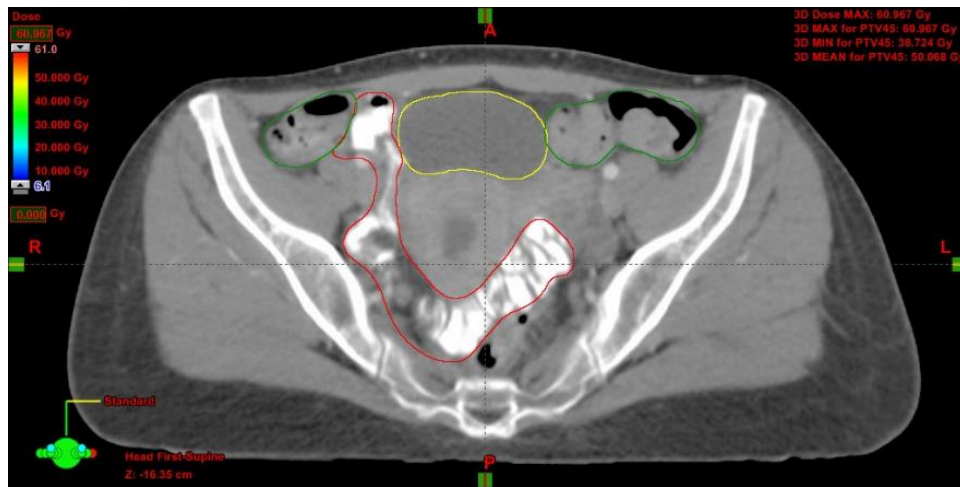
Corte axial de TC. Contorno rojo: asas delgadas, contorno amarillo: vejiga, contorno verde: colon.
